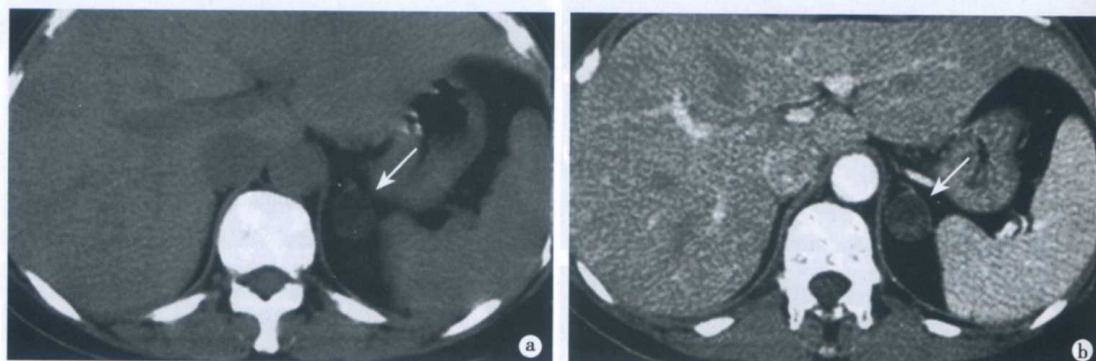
左肾上腺 Conn 腺瘤 CT 表现
